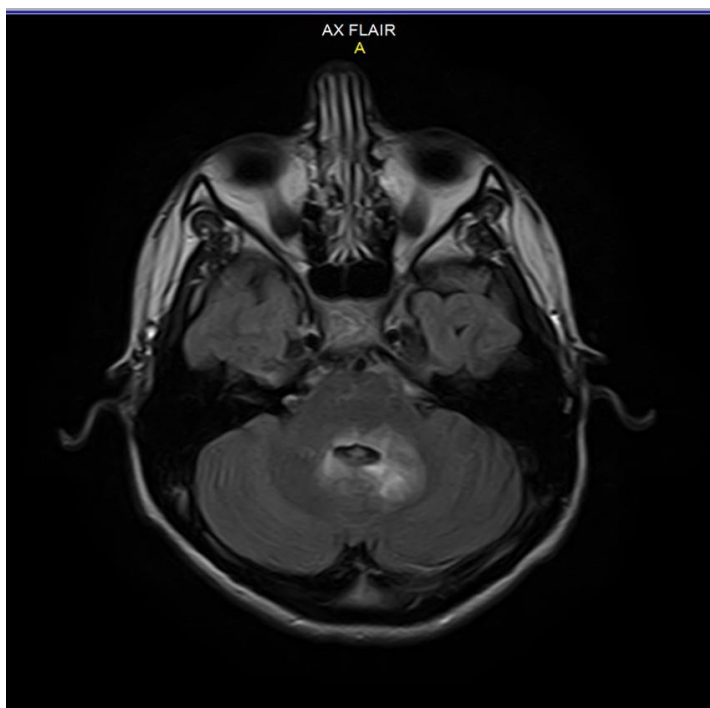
МРТ головного мозга пациента с АПС 1 типа и мозжечковой атаксией
